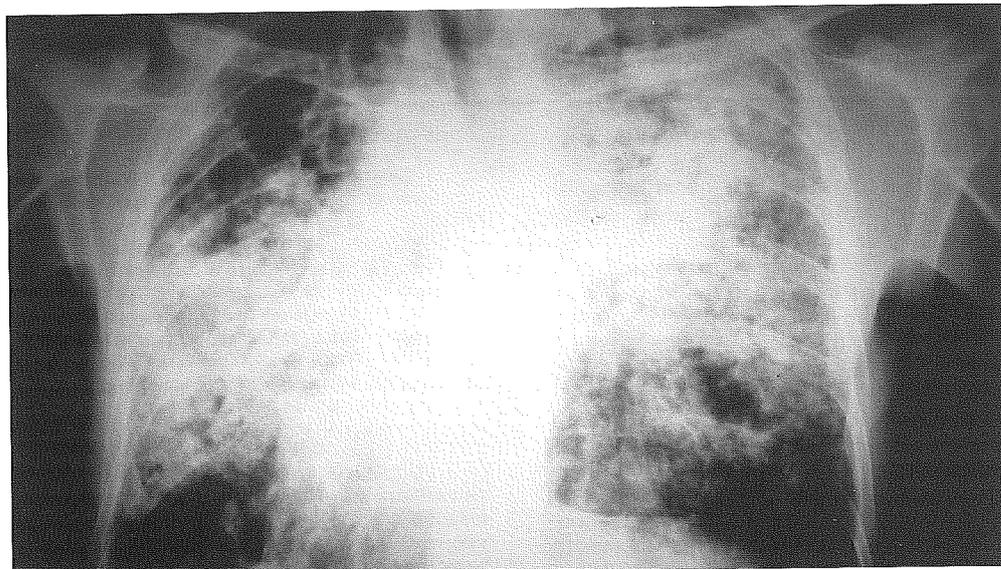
Radiografía de tórax que muestra extensos infiltrados pulmonares cavitados en ambos hemitórax.
